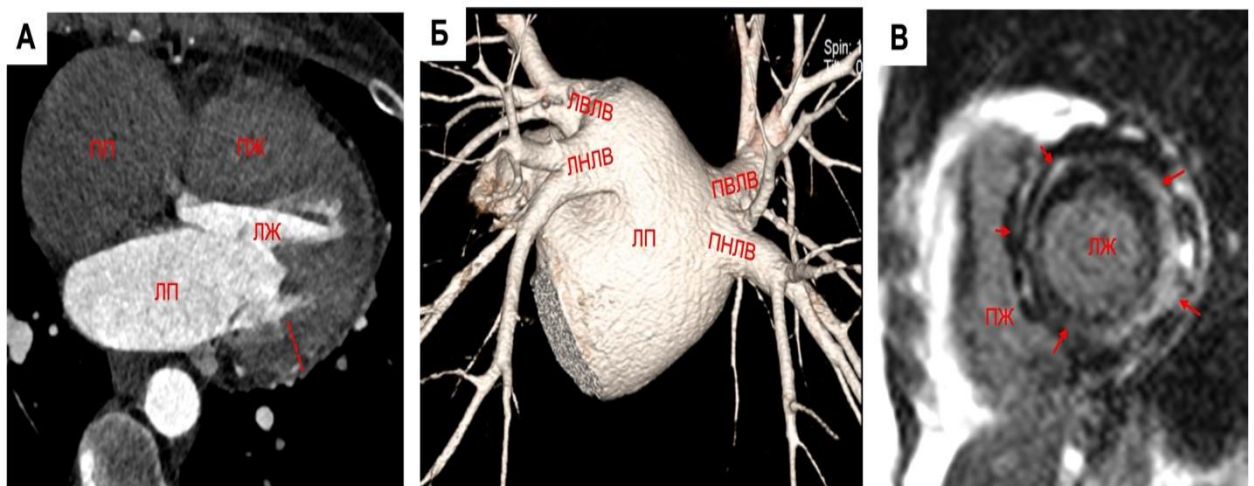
Пациентка С., 63г. с персистирующей формой ФП. Томографические изображения рестриктивной кардиомиопатии (амилоидоз): А – МСКТ-АГ левых отделов сердца, аксиальный срез, диастола; отмечается увеличение ЛП и гипертрофия миокарда ЛЖ (пунктирная стрелка), заподозрена РКМП; Б – МСКТ-АГ ЛП, 3D-VRT, вид сзади, индексированный объем ЛП 79 мл/м²; В - изображение МРТ с отсроченным контрастированием, короткая ось на базальном уровне, визуализируются циркулярное интрамуральное, субэндокардиальное и частично субэпикардиальное отсроченное накопление КВ, гипертрофия ЛЖ (стрелки), что подтверждает РКМП.
